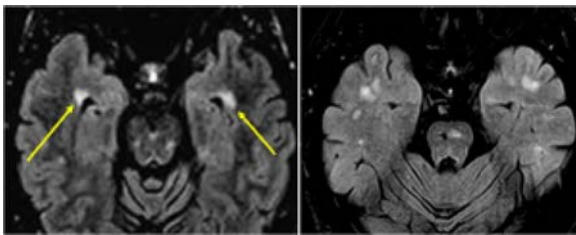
Seqüències ponderades en T2-FLAIR obtingudes en un pacient amb EM (esquerra) i en un pacient amb malaltia de CADASIL (dreta), que mostren lesions en la substància blanca del pol anterior dels lòbuls temporals. S'observa com les lesions tenen una localització periventricular en l'EM (fletxes) i subcortical en el pacient amb CADASIL.
